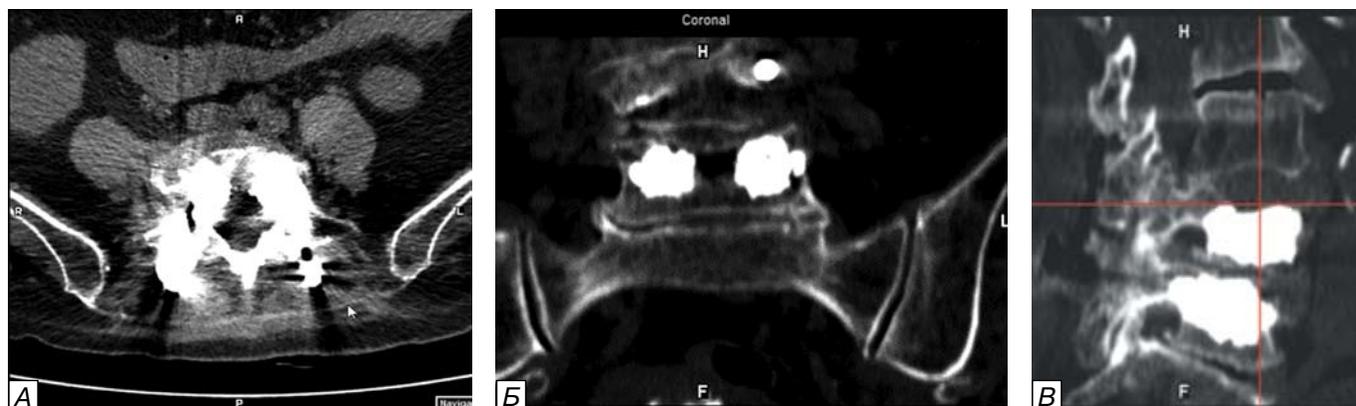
КТ позвонков после операции: а) аксиальная, б) фронтальная и в) латеральная проекции.
